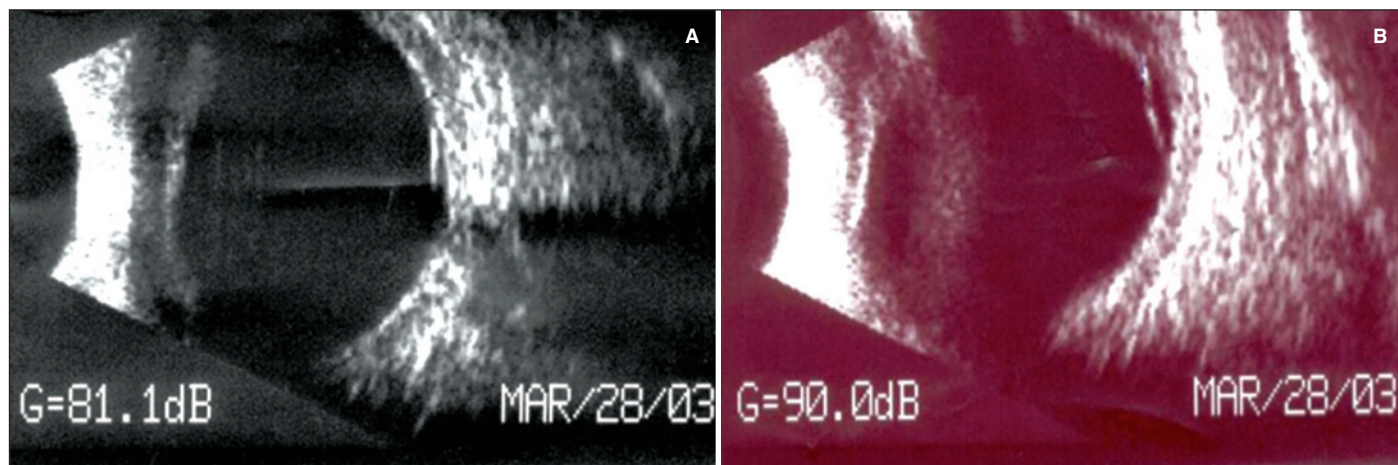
Ultra-sonografia do olho direito: A) Presença de descolamento parcial do vítreo e espessamento da coróide; B) Evidência do descolamento de retina em periferia e do espessamento da coróide
